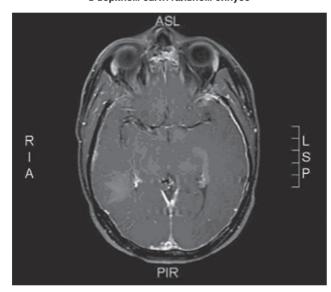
МРТ головы (горизонтальный срез) через 3 мес после начала лечения. Отмечается регресс изменений в поперечном и сигмовидном синусах
